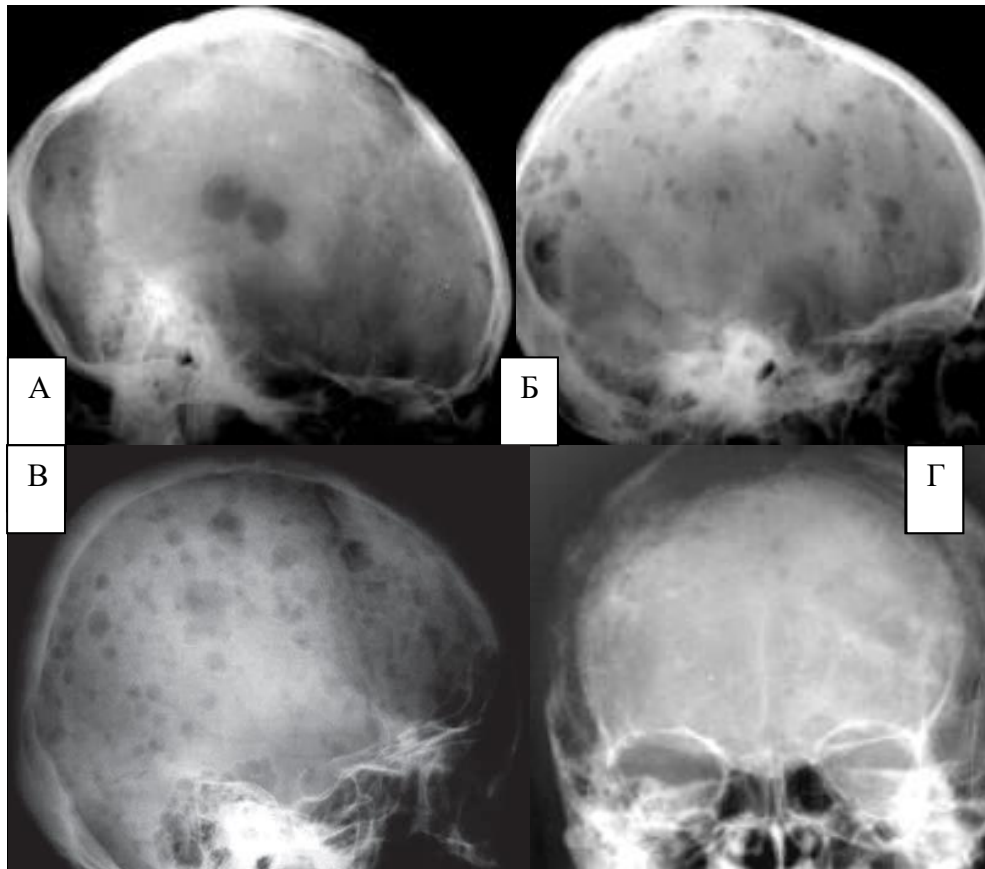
Рентгенограми черепа в прямій і бічній проекціях різних пацієнтів. Варіанти ураження кісток черепа при мієломній хворобі (МХ) – А – множинно великовогнищевий, Б – множинно дрібновогнищевий, В – змішаний, Г – множинно осередково-деструктивний.
